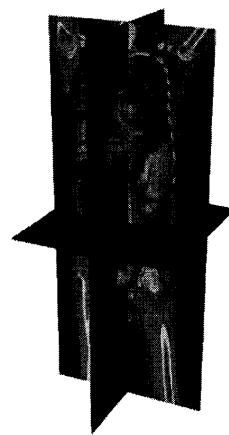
3 次元 CT 画像データベースの一例
